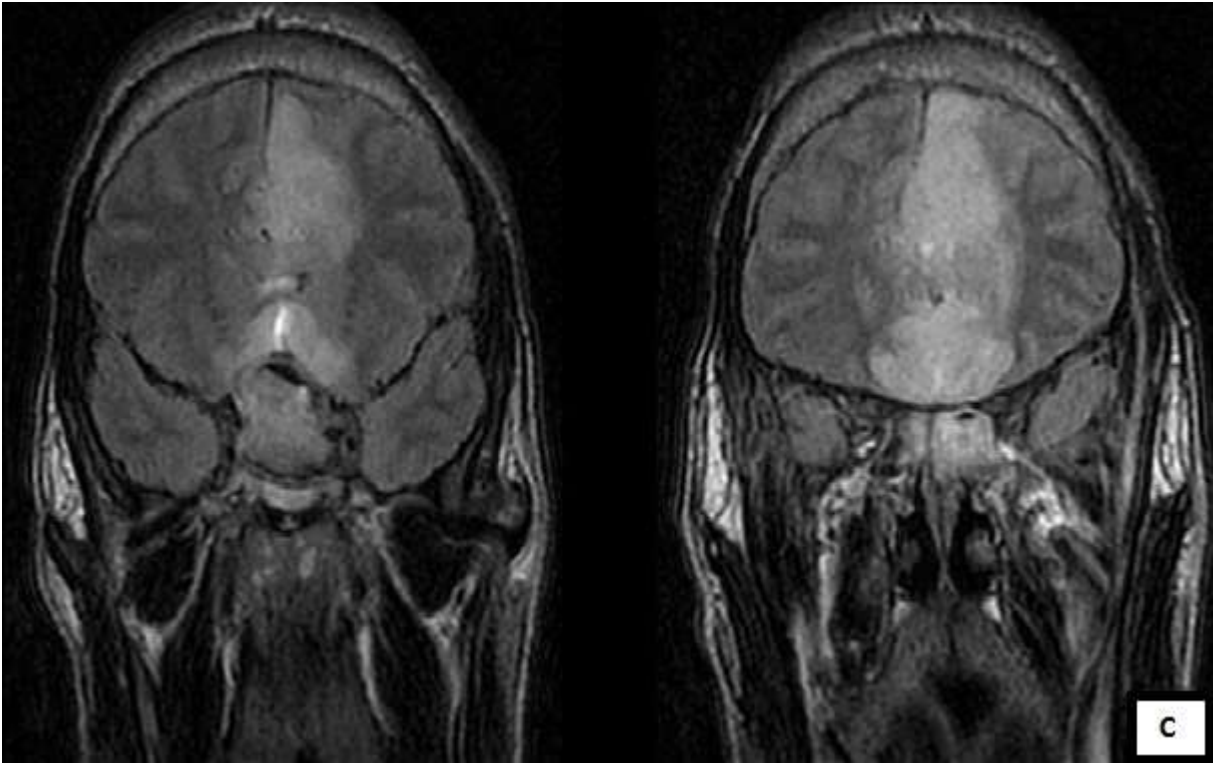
IRM cérébrale du même patient que la figure 17 (Patient 8).
